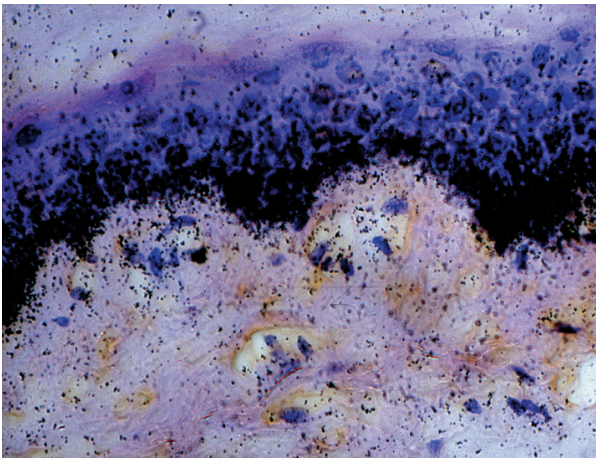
Autoradiographie révélant la fixation d'EGF dans la partie profonde de l'épiderme.
